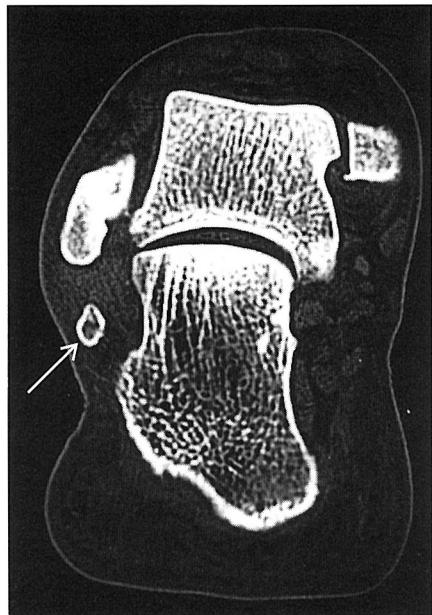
CT. 外踝下方にOs peroneum(矢印)を認める。
